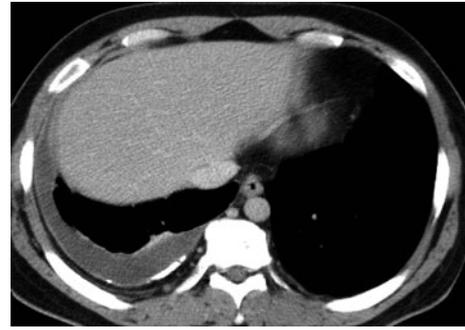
Chest computed tomography on admission showed pleural effusion on the right side with calcification.
